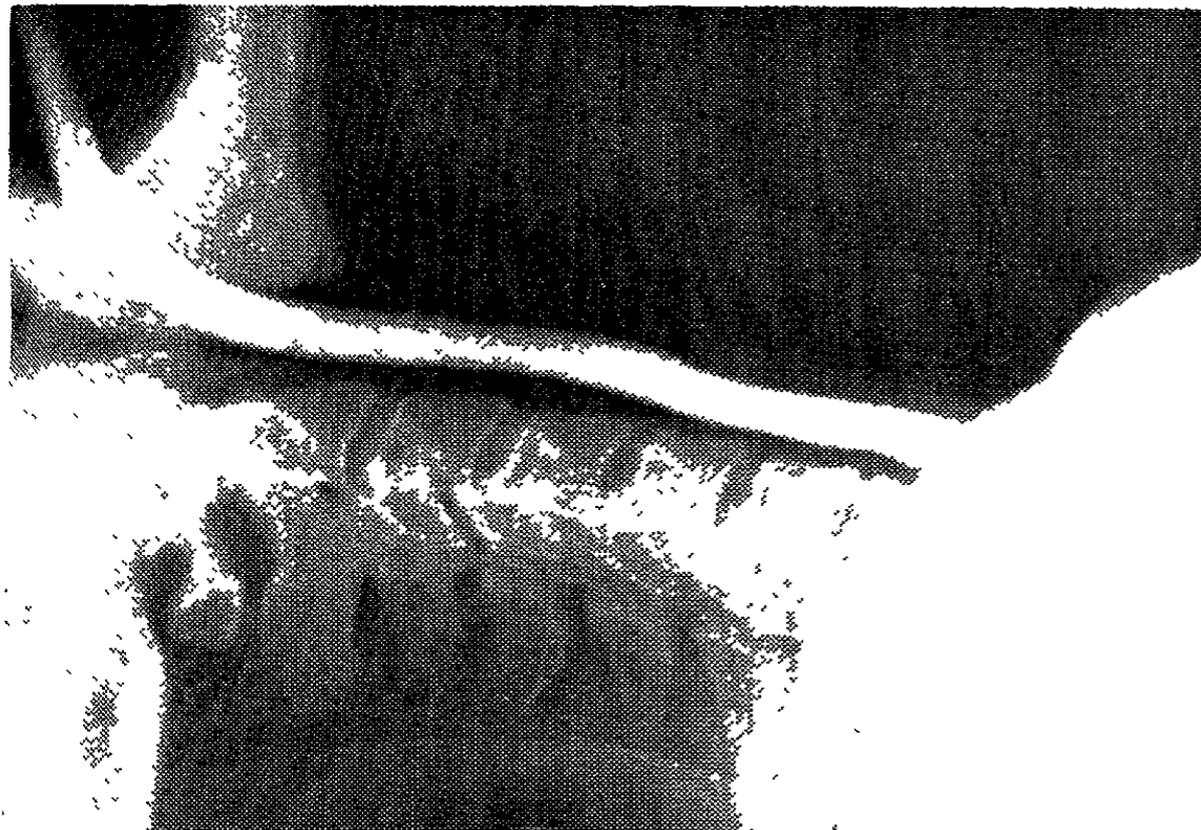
Lateral X-ray of neck showing lumen of upper oesophagus filled by latex tube containing contrast medium.
